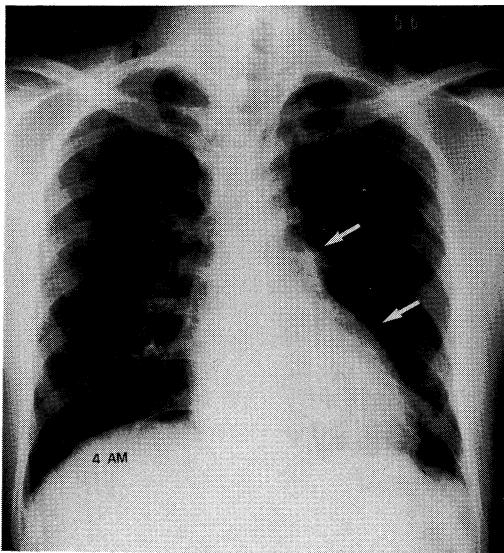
Chest X-ray. 4th day before OHP.
